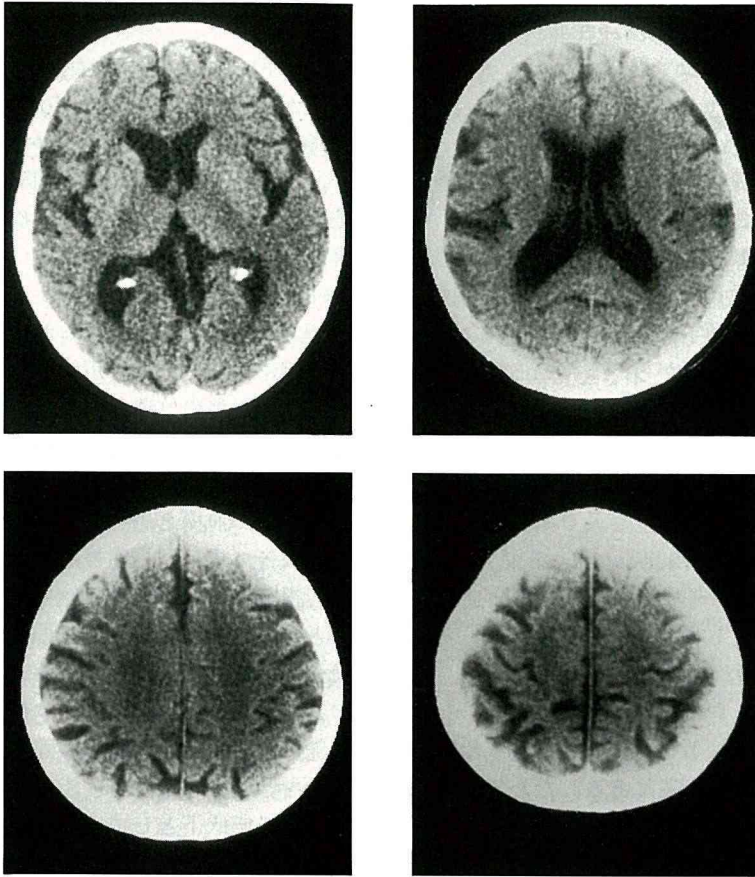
X-ray CT scan, showing bilateral parietal lobes atrophy.
